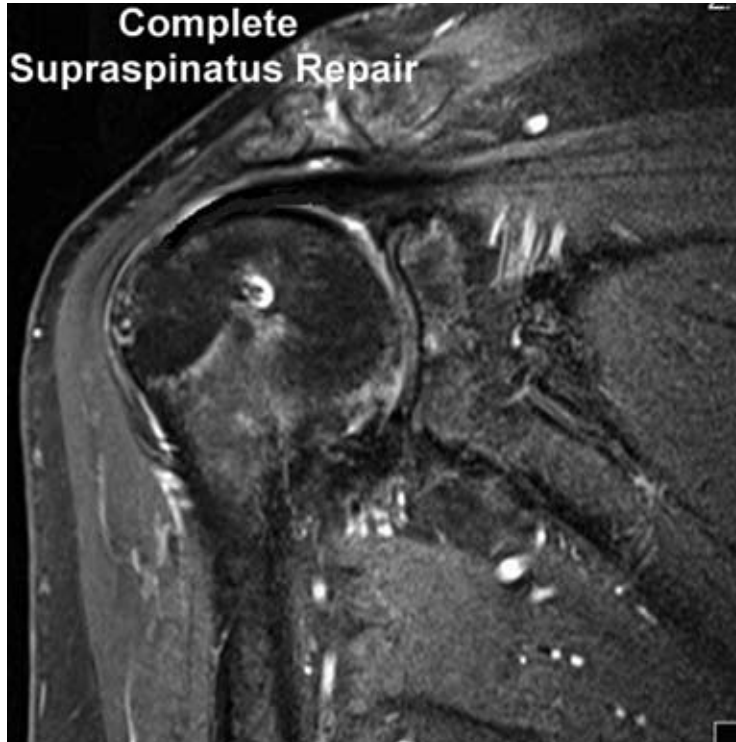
Postoperative MRI showing successful healing of the tendon to the bone of the humeral head after repair.
